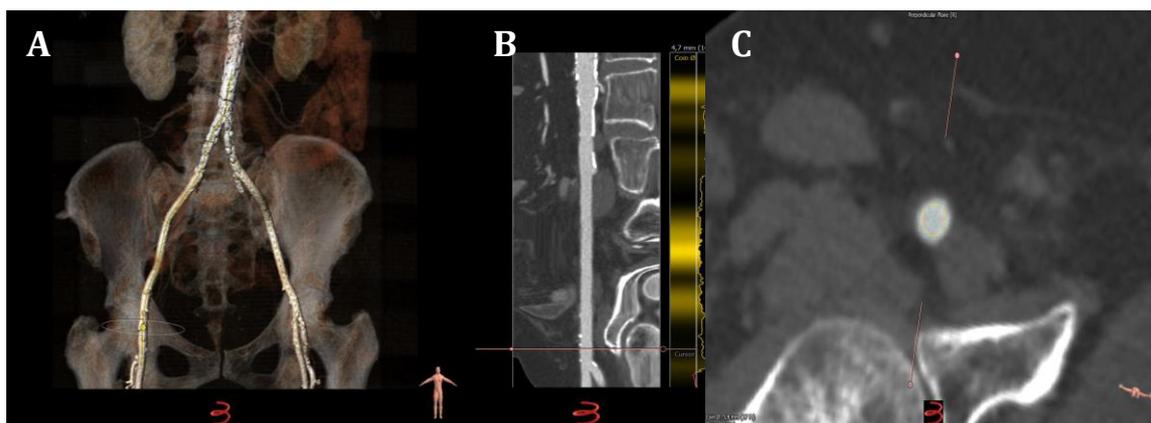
A) Reconstrucción 3D de angio-TC a nivel de Aorta abdominal con las ramas ilíacas, femorales y sus bifurcaciones. B) Corte longitudinal a nivel de la arteria femoral común con marcador para realizar la medición por encima de la bifurcación en sus ramas superficial y profunda. C) Corte transversal de arteria femoral común con medición de los diámetros mayor y menor. Realizado con el software de análisis de imágenes 3Mensio®.
